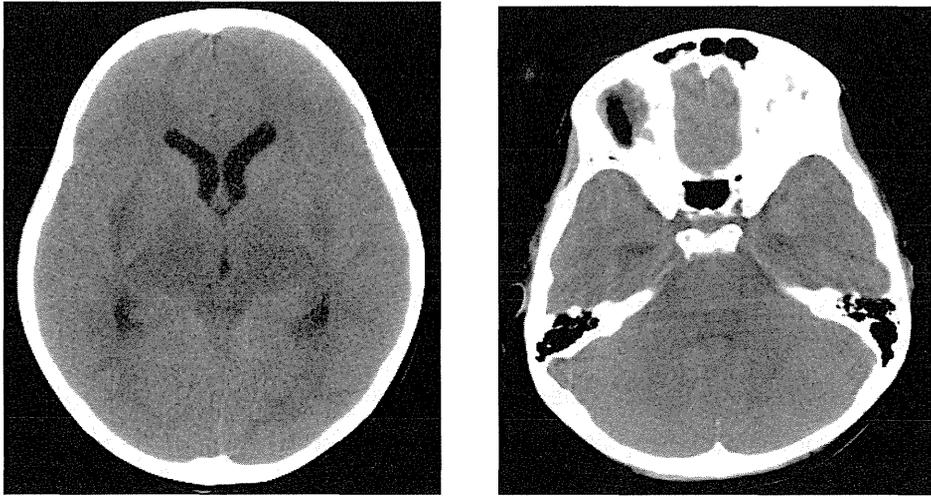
EHEC O157 感染症患児に併発した脳症（頭部 CT 検査）
